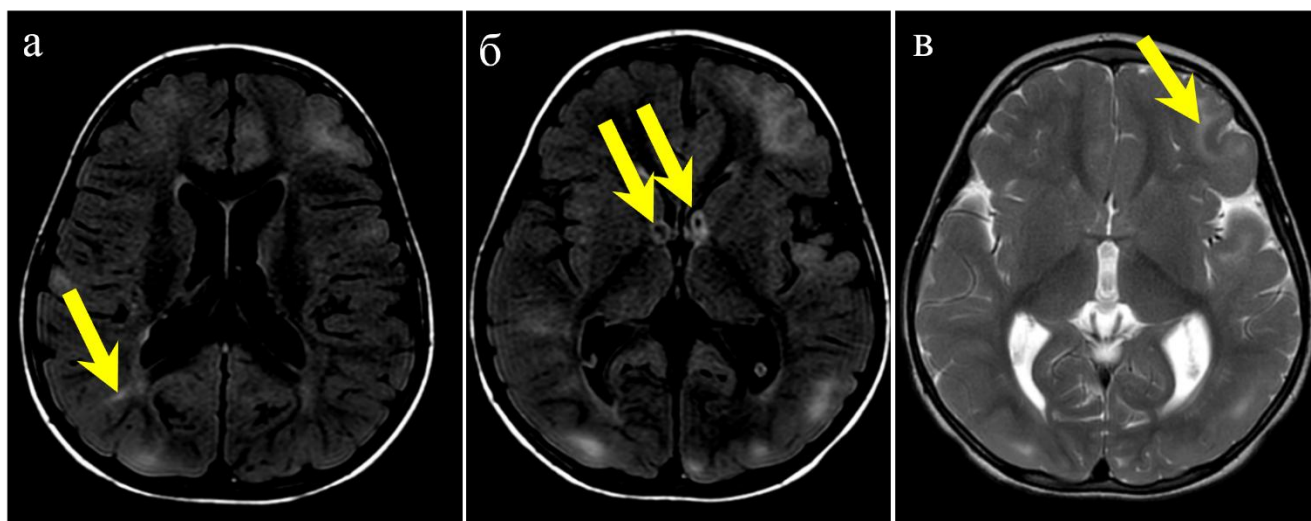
МРТ ребенка в возрасте 5 лет: (а) T2-FLAIR, визуализируются множественные гиперинтенсивные кортикальные туберы, стрелкой указана радиальная линия миграции в белое вещество; (б) субэпендимарные узлы в области отверстия Монро; (в) T2-ВИ, туберы менее выражены, в левой лобной доле отмечается утолщение коры [собственное наблюдение]
